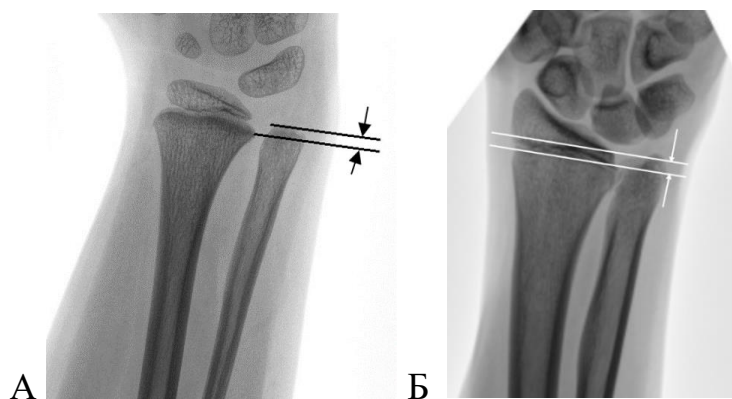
Пример измерения ЛЛИ: А – по методу R. Hafner et al. (1989), рентгенограмма лучезапястного сустава пациента 7 лет с ВРУС в переднезадней проекции; Б – стандартный способ измерения лучелоктевого индекса, рентгенограмма лучезапястного сустава пациента 15 лет с ВРУС в переднезадней проекции
